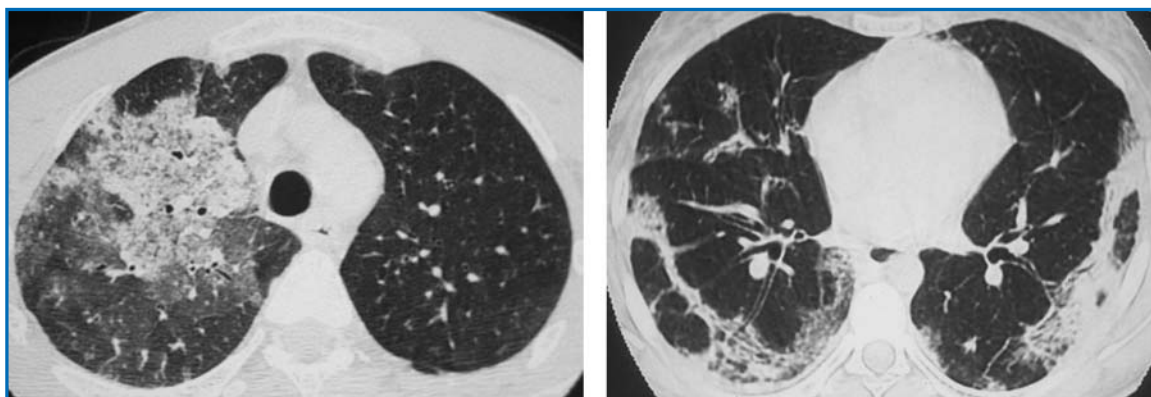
TDM-HR thoracique de la patiente. Fenêtre pulmonaire
